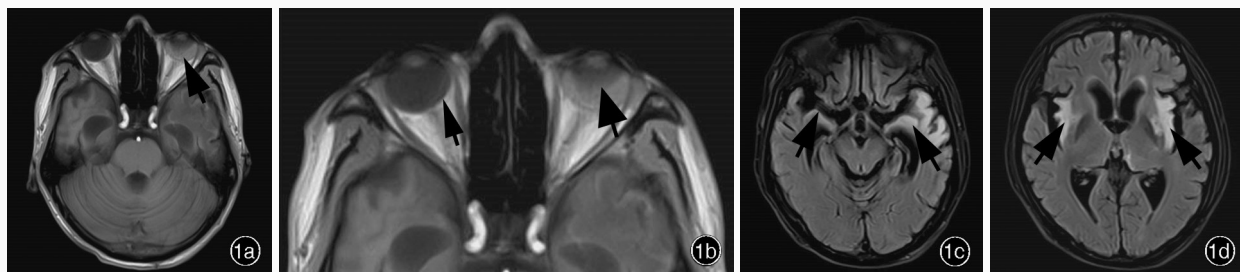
头部 MRI 检查所见 1a 横断面 T₁WI 可见明确的左眼视网膜脱离,呈“V 字征”(箭头所示) 1b 横断面 T₁WI 局部放大后,左眼“V 字征”更清晰(粗箭头所示),可疑右眼视网膜脱离(细箭头所示) 1c 横断面抑脂 FLAIR 成像显示,双侧颞叶内侧、颞极高信号影,以左侧为著(箭头所示) 1d 横断面抑脂 FLAIR 成像显示,双侧岛叶皮质、前扣带回和基底节区高信号影(箭头所示)
